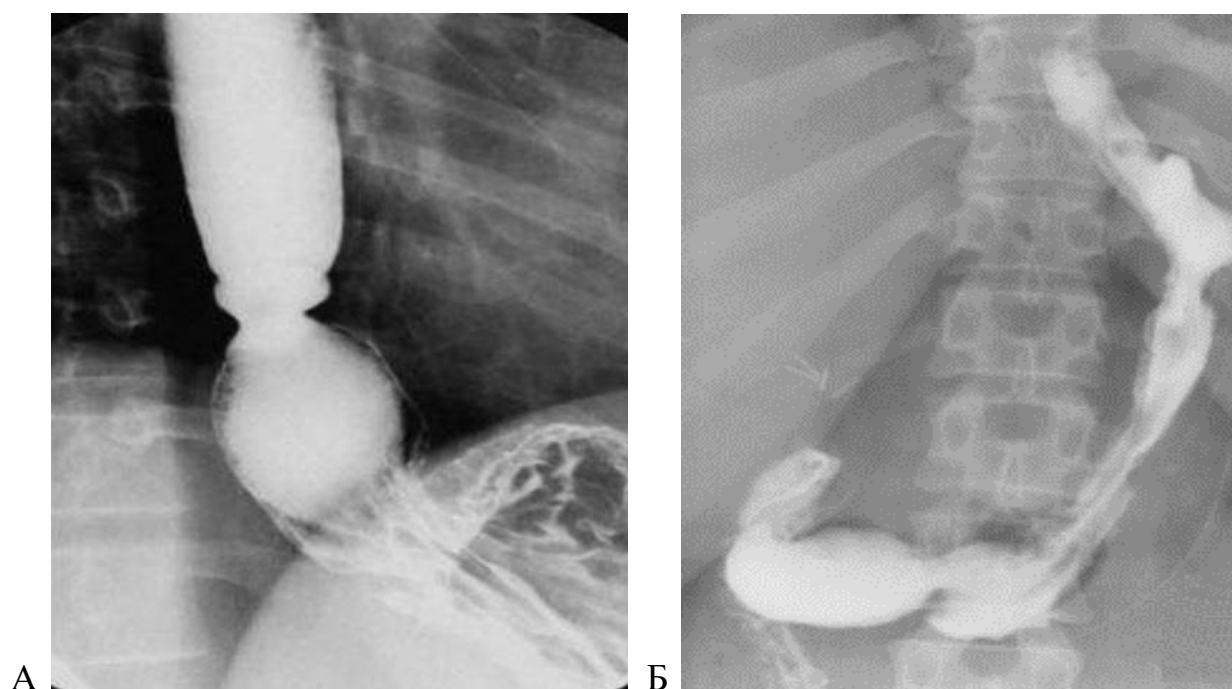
Рентгенограмма пищевода и желудка с контрастированием до операции у пациента З, 52 года, III группа исследования: А - до операции; Б – через 1 год после лапароскопической рукавной резекции желудка. Контрастируется желудок в виде трубки.
